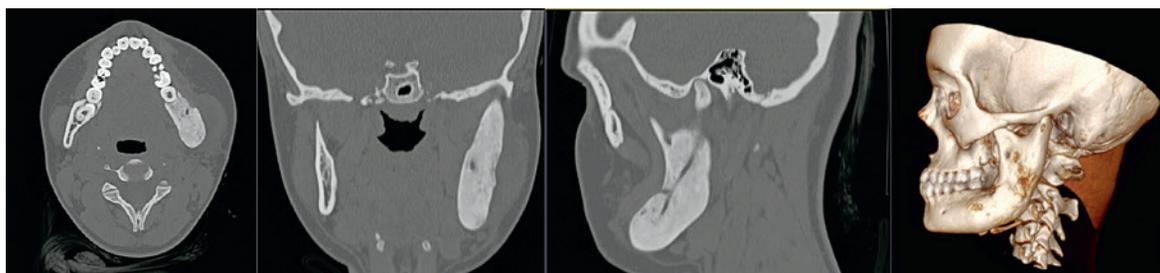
МСКТ после курса терапии алендроновой кислотой
